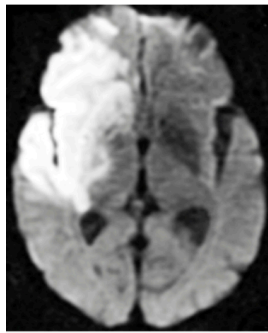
B-verdi ved DWI
